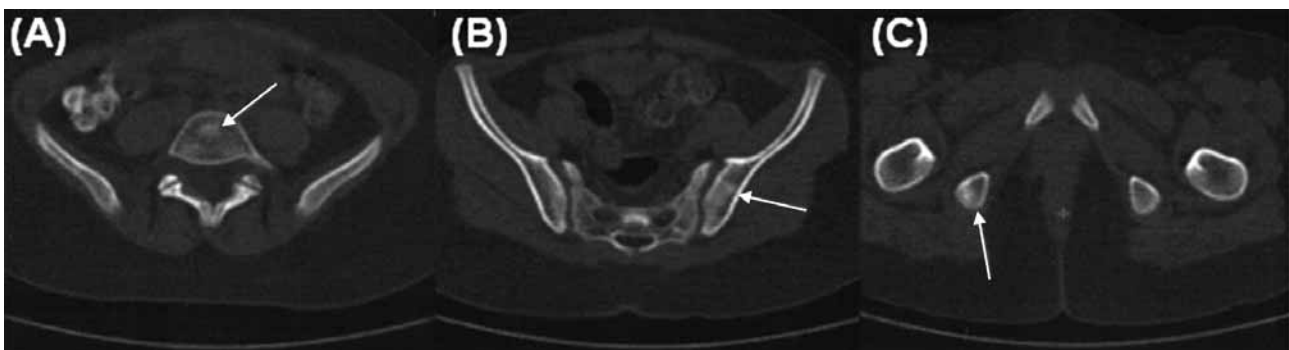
PET SCAN. A, B y C) PET tomado previo al inicio de quimioterapia de manenimiento siendo negativo para enfermedad activa.
